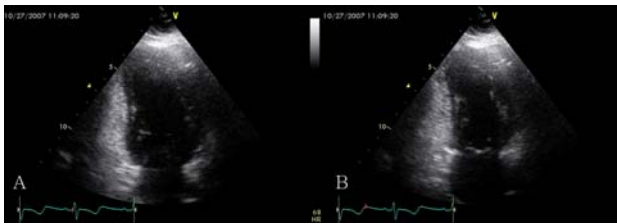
Echocardiography after 3days of management. Previous wall motion abnormality was fully recovered(A. diastole, B. systole).
